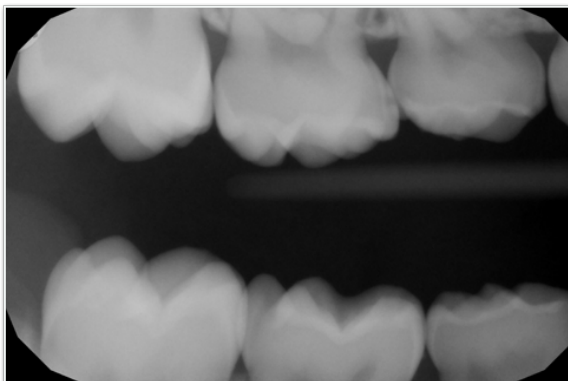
Radiografía aleta de mordida lado derecho. Se visualiza patología cariosa 5.4 (distal) y 5.5 (mesial), no visibles clínicamente.
